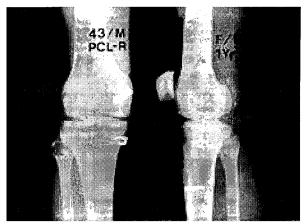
Following-up X-ray showed adequate placement of screw fixation for anchoring graft. This patient had treated MCL injury at other hospital by wires and staples.
